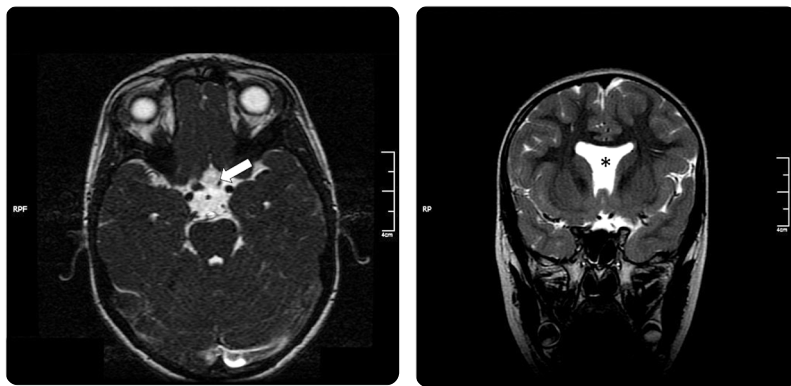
a y b) Paciente masculino de 6 meses de edad con diagnóstico de síndrome convulsivo. RM corte axial 3D FIESTA-C: hipoplasia de nervio óptico izquierdo (flecha). RM reconstrucción coronal T2 frFSE: agenesia de septo pelúcido (\*).
